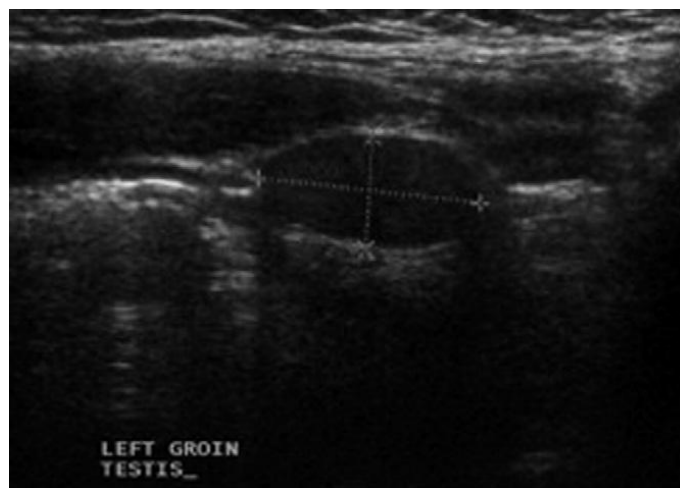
L'échographie démontrant un testicule gauche intra canaliculaire
